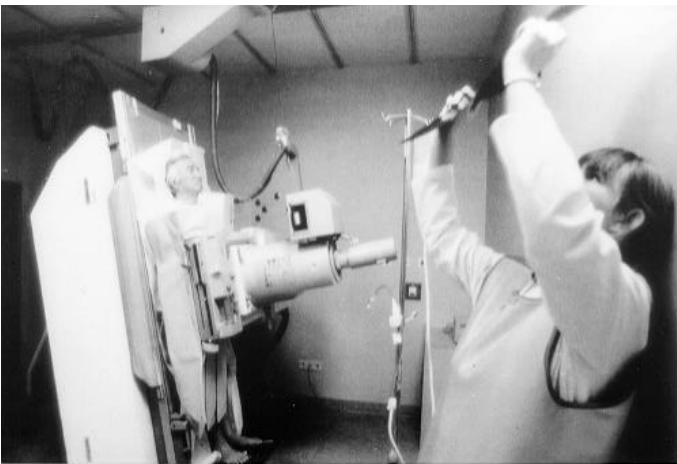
Röntgendiagnostik zur Krebserkennung im Alfred Krupp Krankenhaus, Essen*
